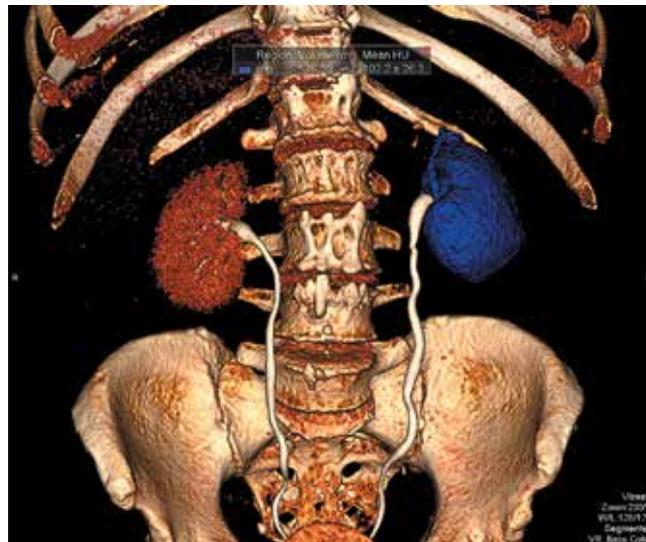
Компьютерная томограмма с расчетом объемных показателей через 6 мес после оперативного лечения
